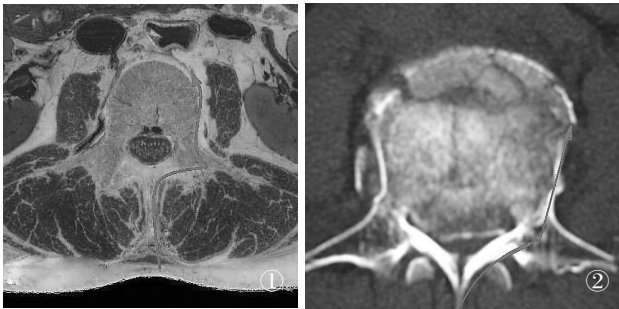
2 标本和 CT 横断面上显示:沿箭头进行骨折椎的显露路径
